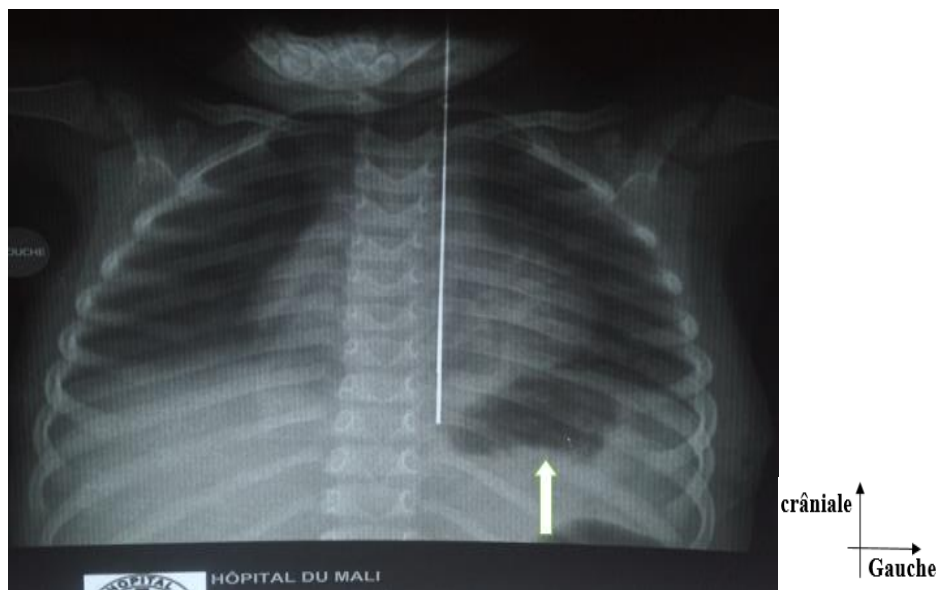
Radiographie du thorax de face montrant une rupture diaphragmatique post traumatique par AVP chez un enfant de 3 ans. (Source hôpital du mali)
